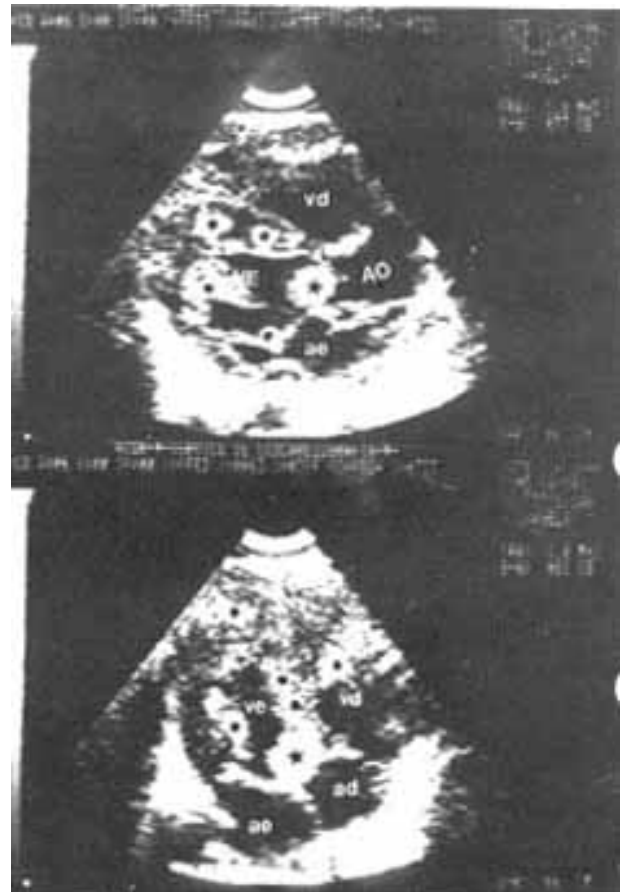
(caso 2) Ecocardiograma bidimensional pré-operatório. Corte longitudinal paraesternal e em cinco câmaras apical. tumorações múltiplas intracavitárias, na via e saída do ventrículo esquerdo e intramurais. ae = átrio esquerdo; ad = átrio direito; ve = ventrículo esquerdo; vd = ventrículo direito.
